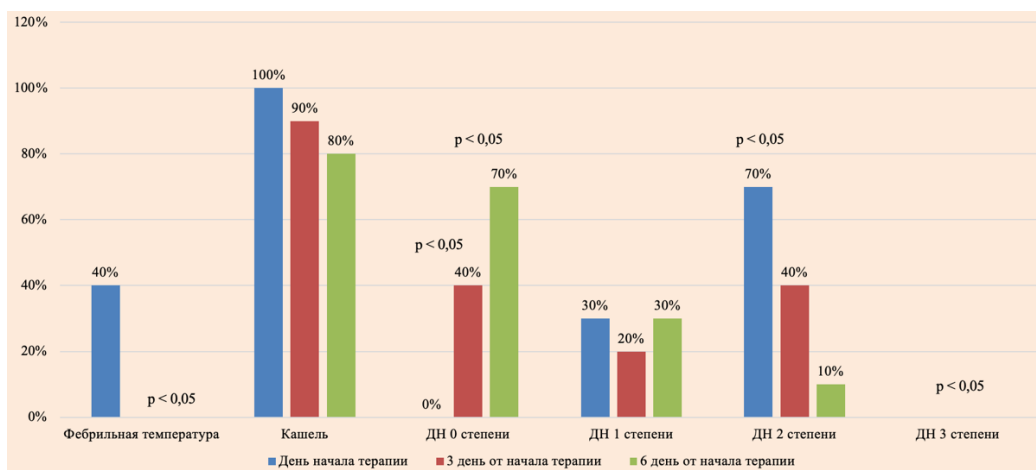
Динамика клинических проявлений у детей с COVID-19 и поражением легких объемом поражения КТ-1 – КТ-2, получивших парентеральную противовоспалительную терапию
